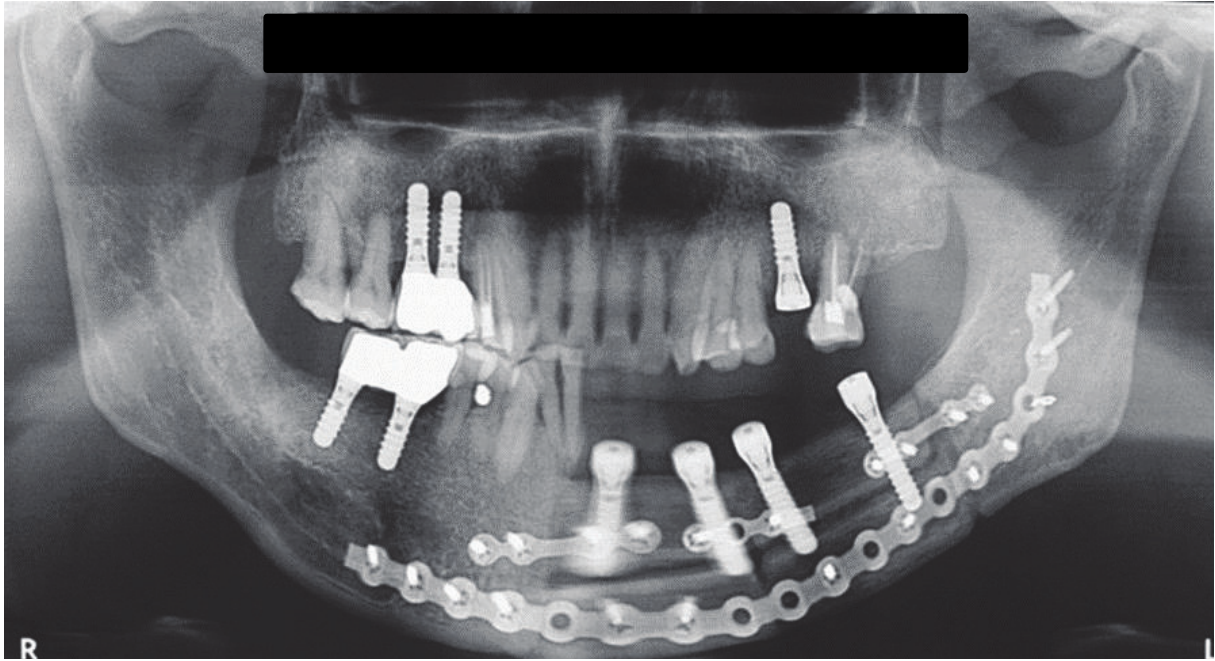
Radiographie panoramique représentant un lambeau de fibula « double barre » reconstituant le corps gauche de la mandibule (Pr Guyot – Lan)
